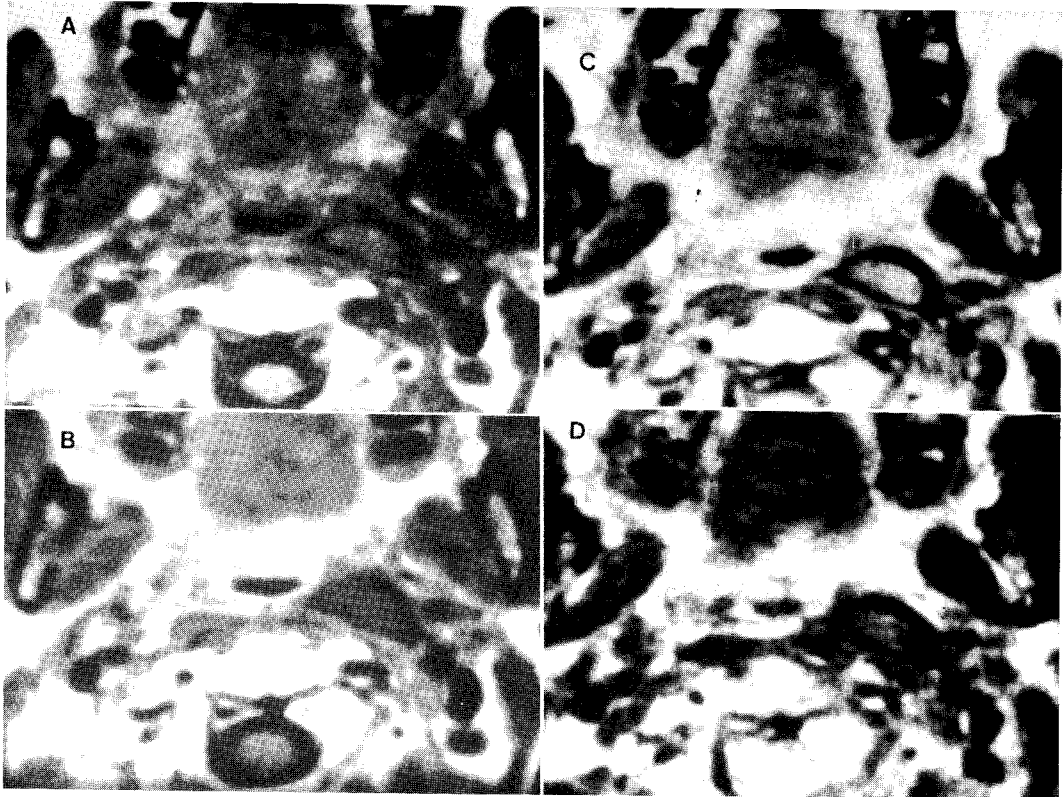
Post-radiation changes. A small nodular lesion with peripheral hypointense rim is demonstrated on pre-(a) and post-contrast(b) T1-weighted, proton density weighted(c), and T2-weighted(d) images. The lesions is not enhanced and the peripheral dark rim is clearly visualized on T2-weighted image. These findings are suggestive of post-radiation fibrotic scar.
